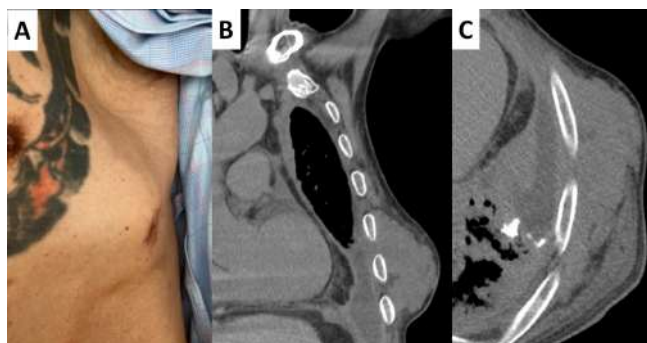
(A) Thoracoscopic area 2 months after the start of treatment. An elevated lesion is observed, with touching induration and pain with Numerical Rating Scale 9/10. (B, C) CT, coronal and horizontal sections. Tumour development from the thoracoscopic insertion site was confirmed and local progression was observed.
